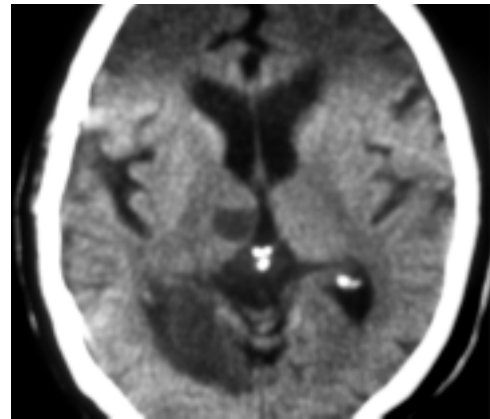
Infarto pre-comunal de la arteria cerebral posterior en TAC de seguimiento.
